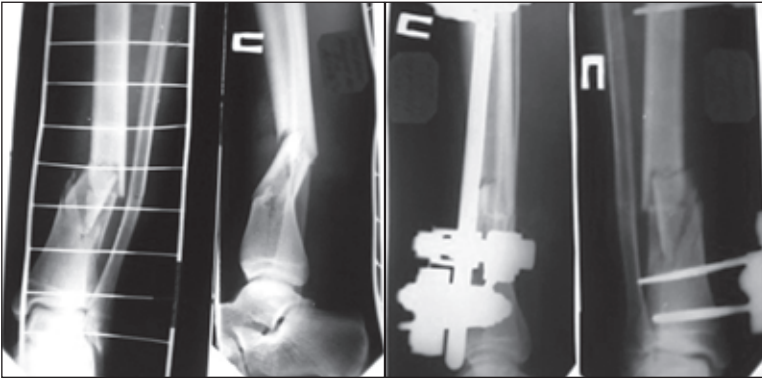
Фотоотпечатки рентгенограмм пациента А., произведенных до и после операции (закрытая репозиция отломков pilon'a, внеочаговый остеосинтез СНФ)
